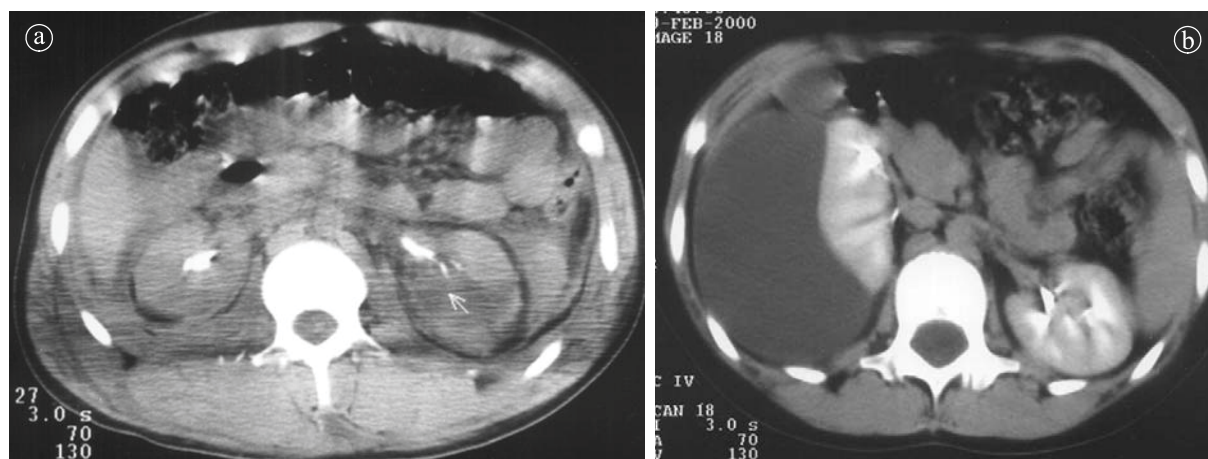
Traumatism renal. Secțiuni axiale CT postcontrast a) hematoma subcapsular, b) traumatism tip III.
